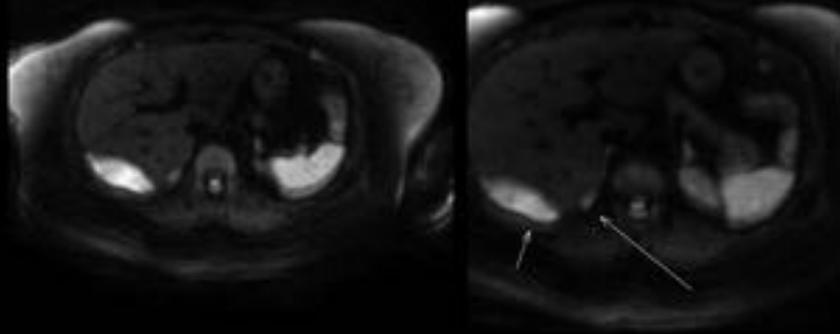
CASO. ¿En este caso sería posible una citorreducción quirúrgica óptima? Carcinoma de ovario estadio IIIB. La DWI muestra implantes en la superficie diafragmática hepática, en el mesenterio y múltiples focos en la pelvis y ascitis. Nótese la infiltración de las paredes intestinales y del mesenterio (flecha). A consecuencia de estos hallazgos se descartó para citorreducción iniciándose tratamiento quimioterápico.
